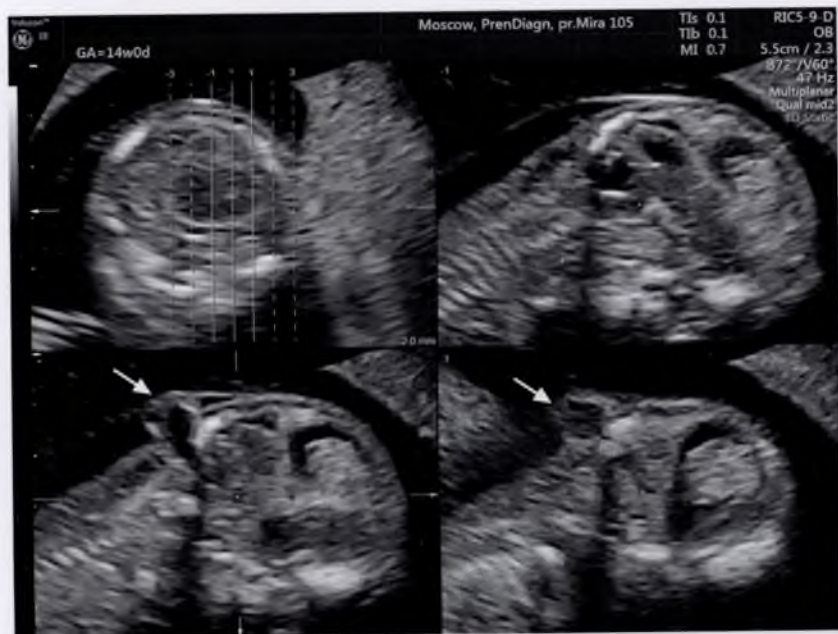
Энцефалоцеле (стрелка), вызванное синдромом амниотических тяжей. Томографический режим.
